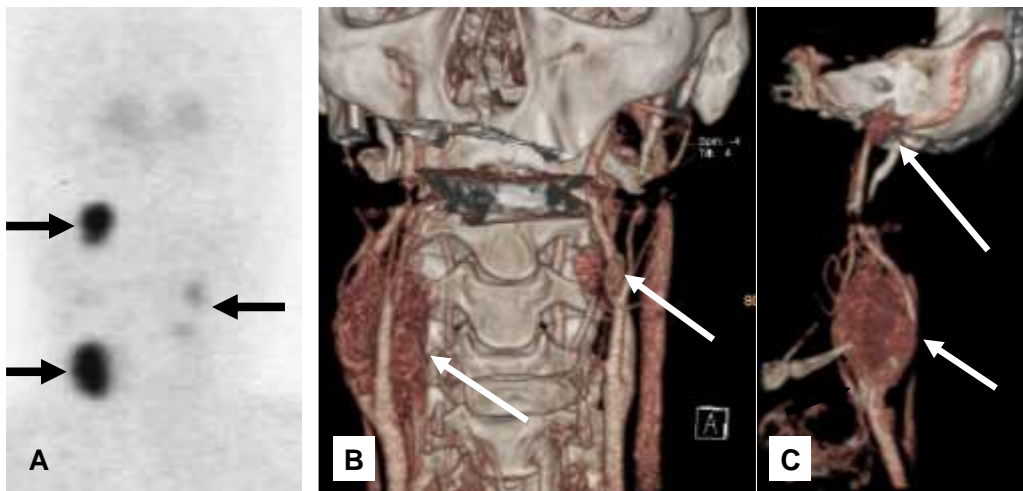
Imágenes de 3 tumores de cabeza y base del cráneo por angiografía – TC. [^{18}F] DOPA-PET (A) y angiografía -TC (B, C) con tumores del glomus yugular (A y C) y glomus carotídeo bilateral (A, B y C). De Hoegerle S et al Eur J Nucl Med Mol Imaging 2003;30:689-94 con el amable permiso del publicador (para la referencia complete ver sección referencias).
